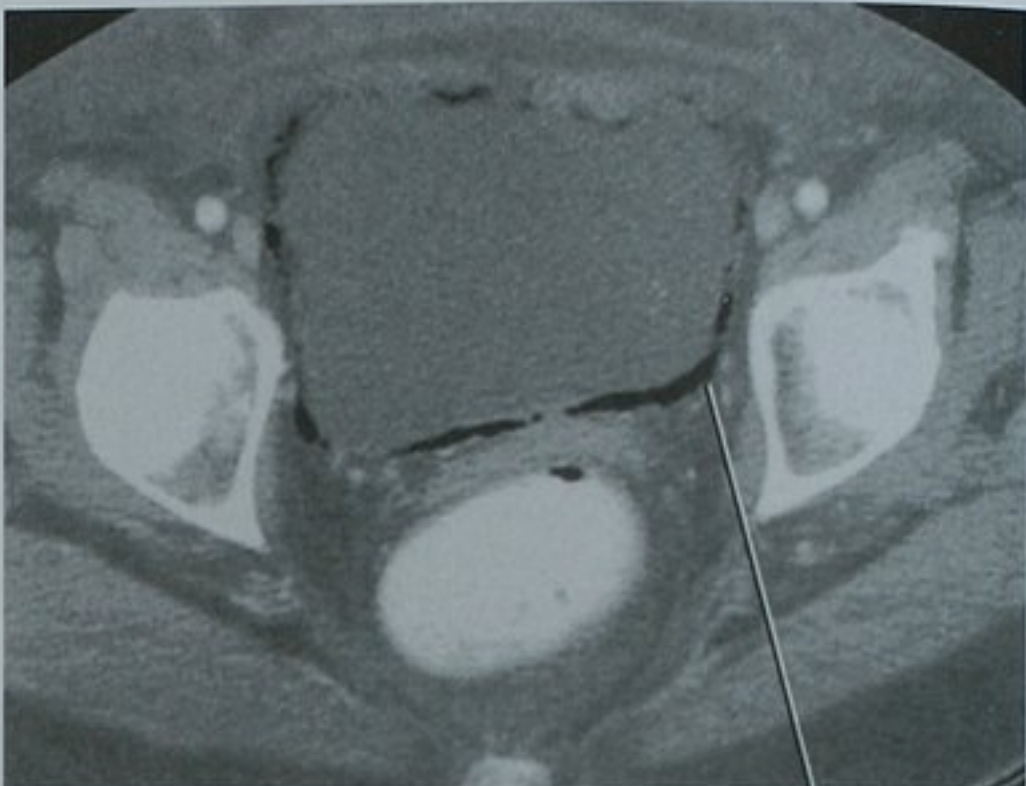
膀胱增强 CT 扫描横断位图像显示膀胱壁内气体提示气肿性膀胱炎
